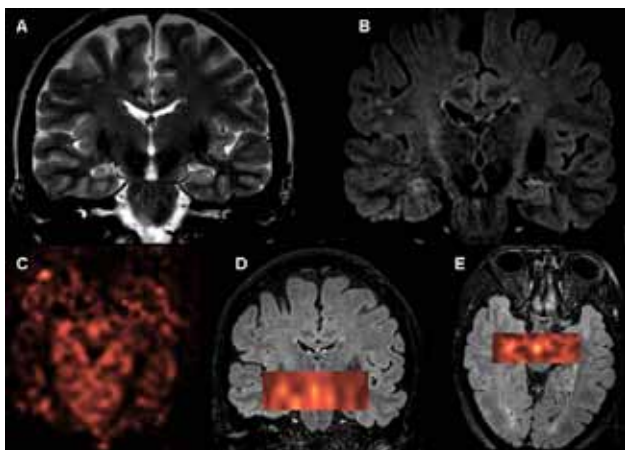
Doente com crises parciais complexas. As imagens A (T2) e B (T2/FLAIR) mostram diminuição da altura e hipersinal do hipocampo direito, compatíveis com esclerose mesial. Note-se que a doente havia tido a última crise 6 horas antes da realização do exame. A imagem C é um mapa de CBF, onde se define uma área brilhante na região temporal medial direita, traduzindo hiperperusão. As imagens D e E são uma fusão do mapa de perfusão do ASL com as imagens anatómicas, para melhor localização.
